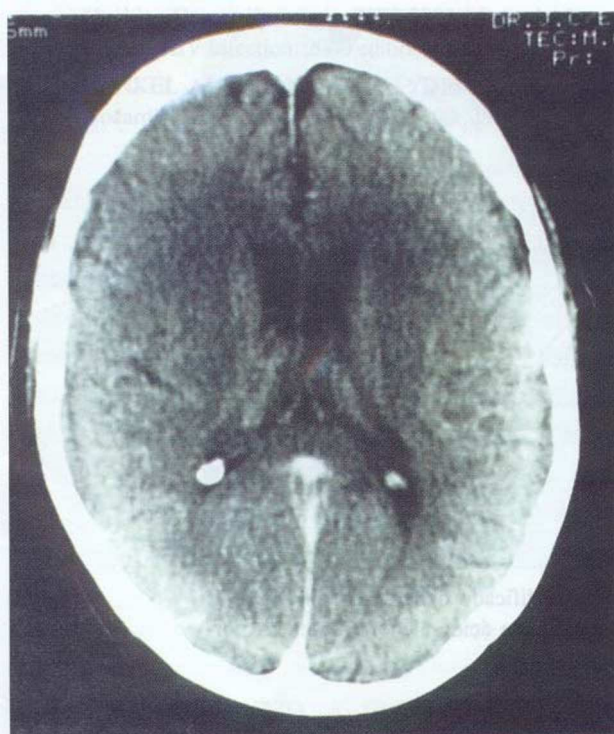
TC revela pequeno abscesso cerebral esquerdo
